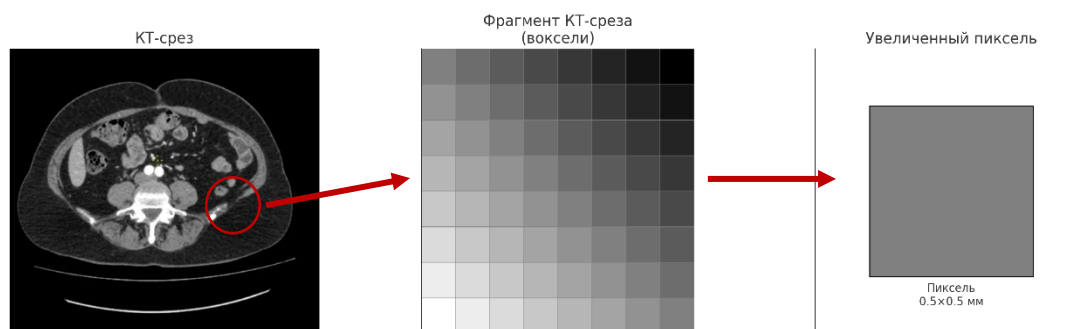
Пример фрагмента КТ-среза, отображение вокселей и увеличение пикселя для оценки пространственного разрешения в КТ-изображениях.
